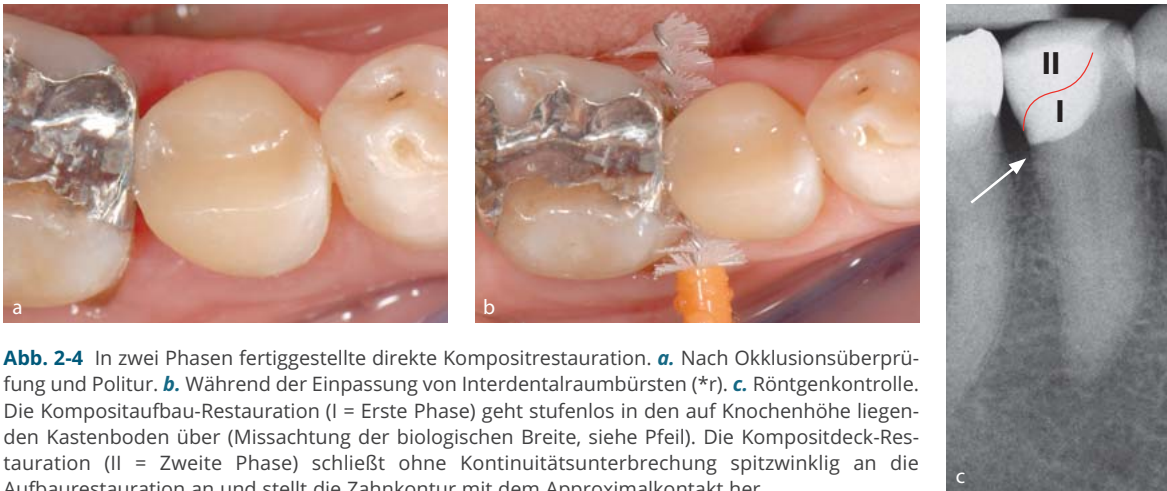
In zwei Phasen fertiggestellte direkte Kompositrestauration. a. Nach Okklusionsüberprüfung und Politur. b. Während der Einpassung von Interdentalraumbürsten (*r). c. Röntgenkontrolle. Die Kompositaufbau-Restauration (I = Erste Phase) geht stufenlos in den auf Knochenhöhe liegenden Kastenboden über (Missachtung der biologischen Breite, siehe Pfeil). Die Kompositdeck-Restauration (II = Zweite Phase) schließt ohne Kontinuitätsunterbrechung spitzwinklig an die Aufbaurestauration an und stellt die Zahnkontur mit dem Approximalkontakt her.
